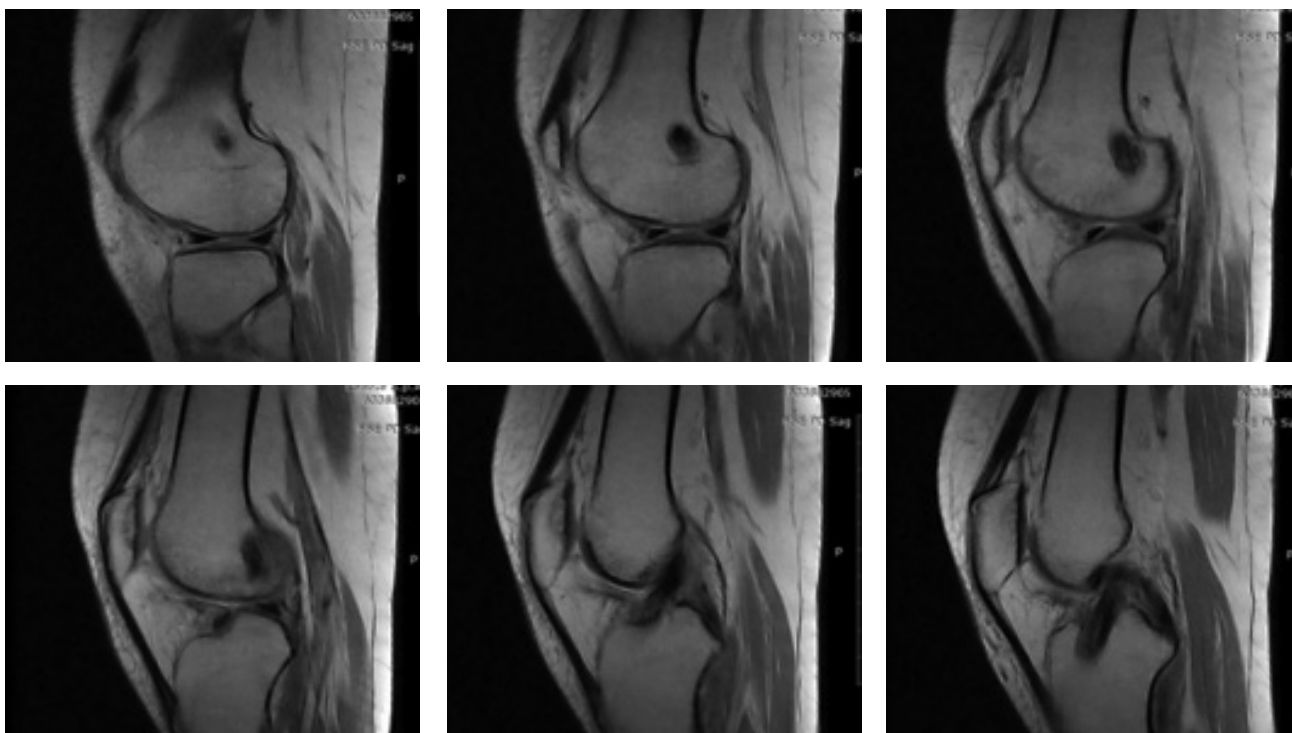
Пацієнтка Б., 48 років, МРТ через 3 міс. після пластики ПСЗ, FSE PD Sag
